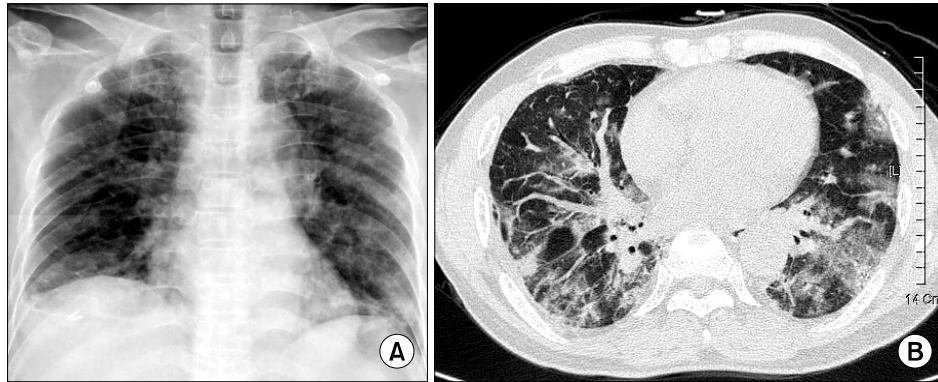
(A) Chest X-ray shows diffusely increased ground glass opacity on both lungs. (B) HRCT shows the aggravation of irregular patchy airspace consolidation, multiple ground glass opacities and reticular opacities on the peripheral portion.
